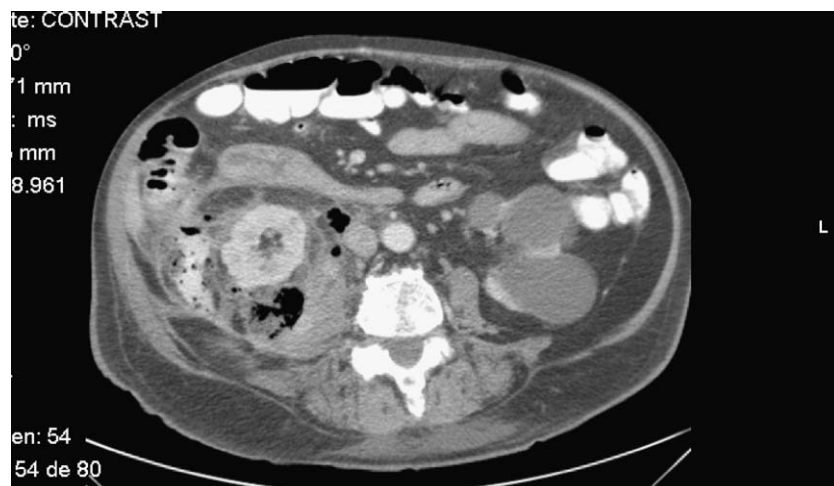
Tomografía computarizada abdominal que muestra la colección retroperitoneal con el contraste oral fuera de la luz intestinal.
